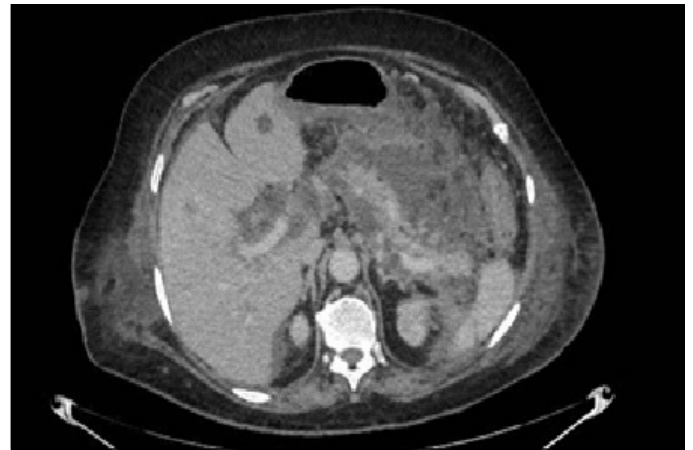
Tomografía computarizada abdominal. Se aprecia un aumento de densidad de la grasa peripancreática con realce periférico, en relación con colección con tejido necrótico de hasta 12 cm de eje mayor.
